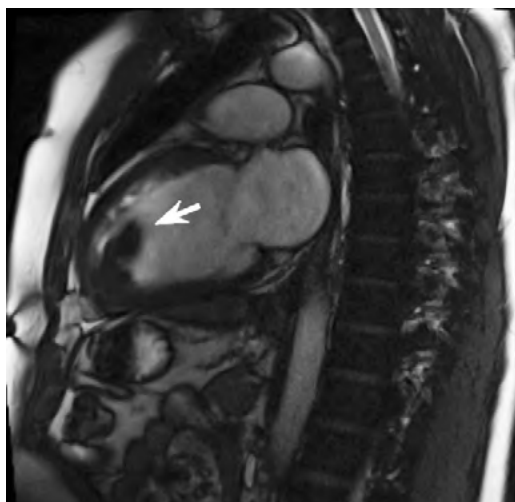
Cardiorresonancia donde se observa trombo interventricular de gran tamaño.
